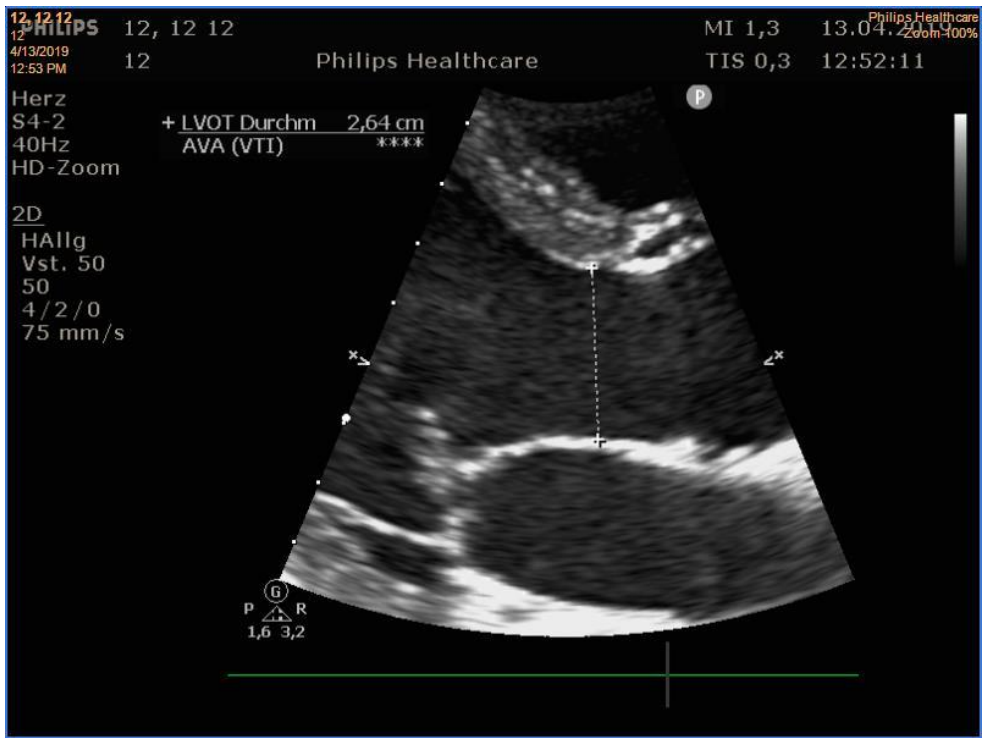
Durchmesser des linksventrikulären Ausflusstraktes in der parasternal langen Achse
